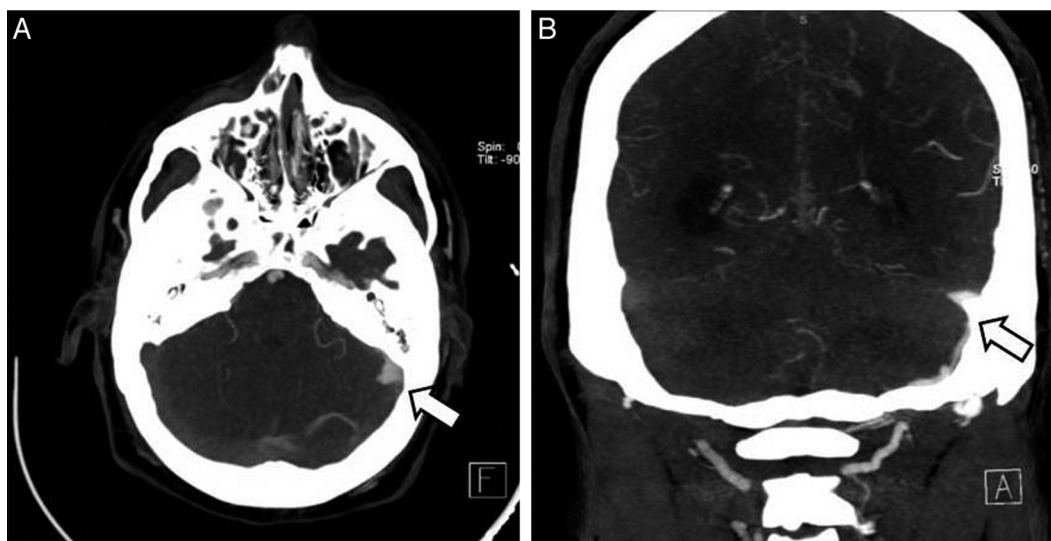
La angio-CT mostró la arterialización del seno sigmoide izquierdo (A) e ingurgitación de las ramas de la arteria carótida externa del mismo lado (B).
